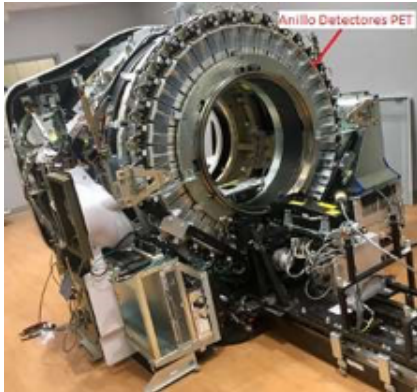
Tomógrafo PET, anillo de detectores dentro del Gantry.
